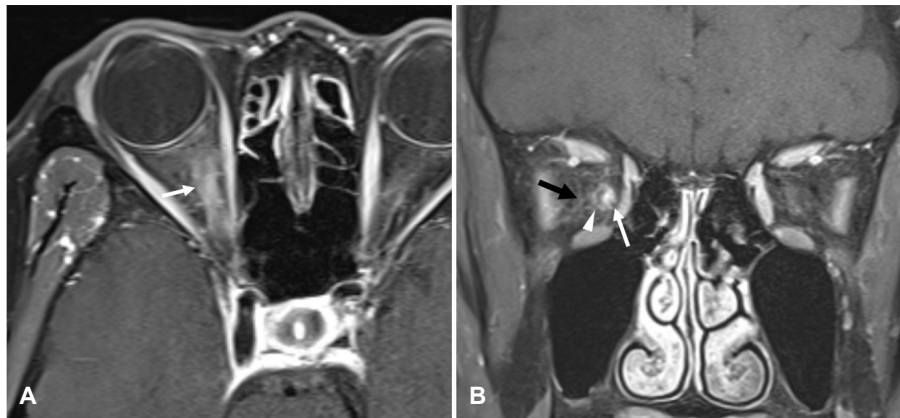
Orbit magnetic resonance imaging. (A, B) Contrast-enhanced T1-weighted images showing enhancement of enlarged right optic nerve (white arrow) and optic nerve sheath (arrowhead) with prominent orbital fat infiltration (black arrow) (A: axial view, B: coronal view).
